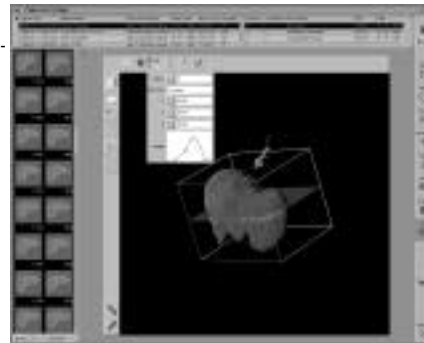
PlugIn zur 3D-Visualisierung (Darstellung von CT-Daten der Leber)
